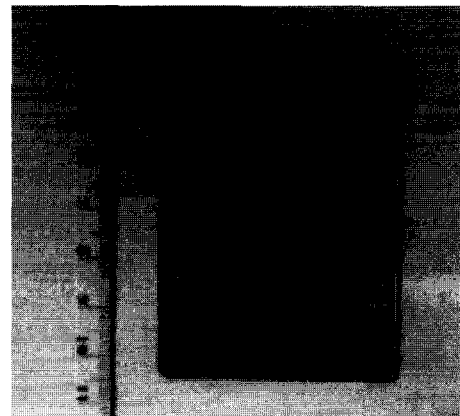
X-ray resolution test pattern.
